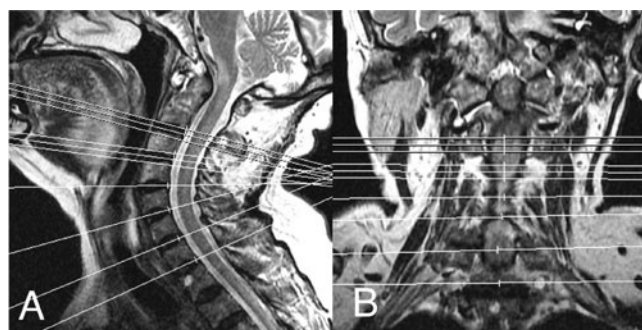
МРТ в режиме T2 в сагитальной (А) и коронарной (В) проекциях. Женщина 72 лет. В анамнезе – ревматоидный артрит 36 лет, средней активности (DAS28 = 4,44). Миелопатия шейного, грудного отдела спинного мозга в форме двусторонней пирамидной недостаточности, нижнего спастического парапареза, чувствительных, тазовых нарушений.
